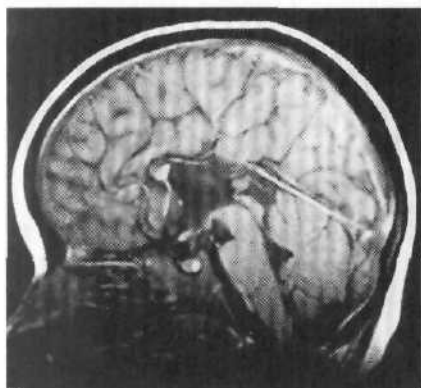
МРТ ребенка 9 лет с полной агенезией мозолистого тела.
